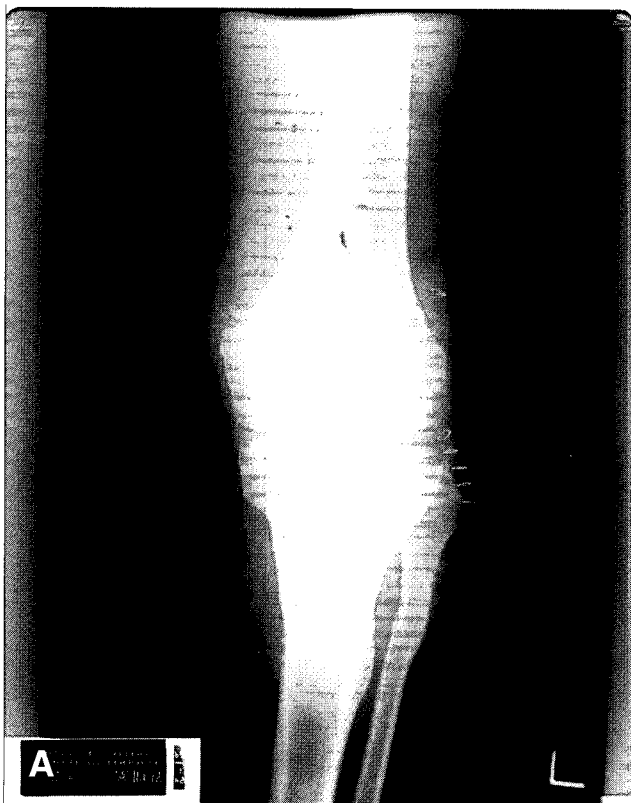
(A, B) Radiographs of a 25-year-old man with left posterior cruciate ligament reconstruction. In the operation, his left popliteal artery was lacerated. As his leg progressed to compartment syndrome. The day after operation, the injured artery was repaired.
